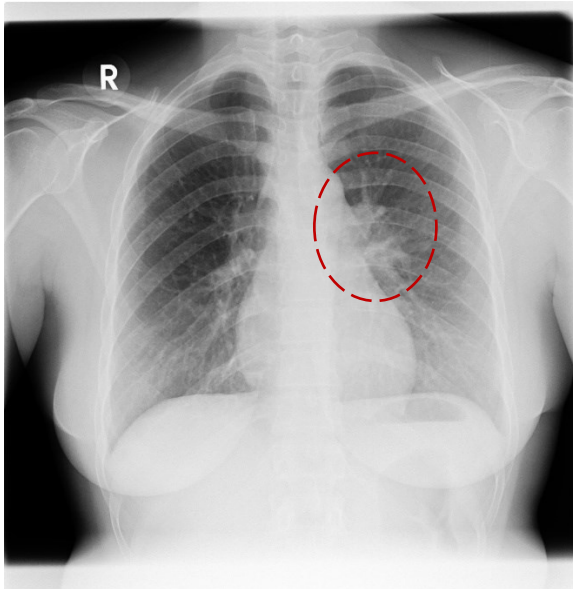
Röntgen-Thorax in p.a. Strahlengang vom 09.01.2018, 18-jährige Patientin: als unauffällig befundet, links verplumpter Hilus.
